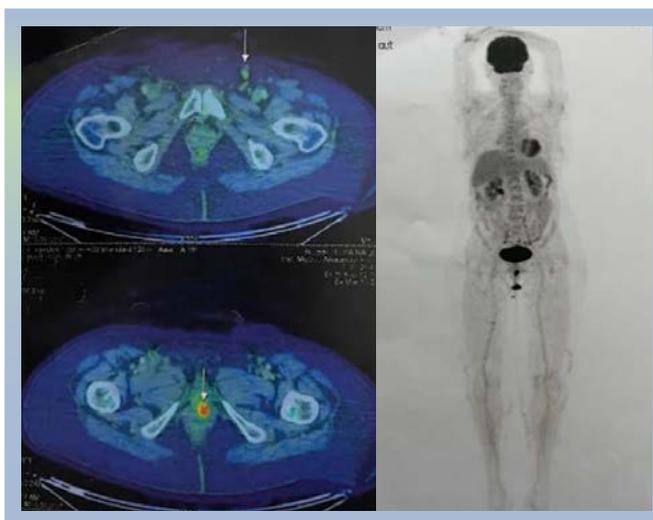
PET/TC con recidiva de la enfermedad
